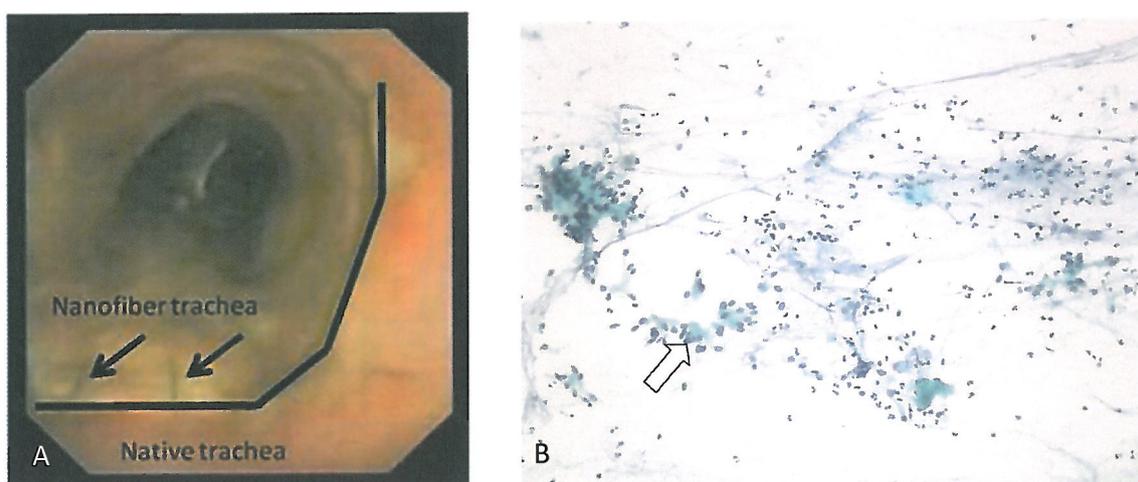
А. Бронхоскопия ПЭТ-нанокompозитной трахеи через неделю после имплантации (ноябрь 2011) показывает появление нормальной слизистой оболочки на биокаркасе; Б. Цилиарные дыхательные
